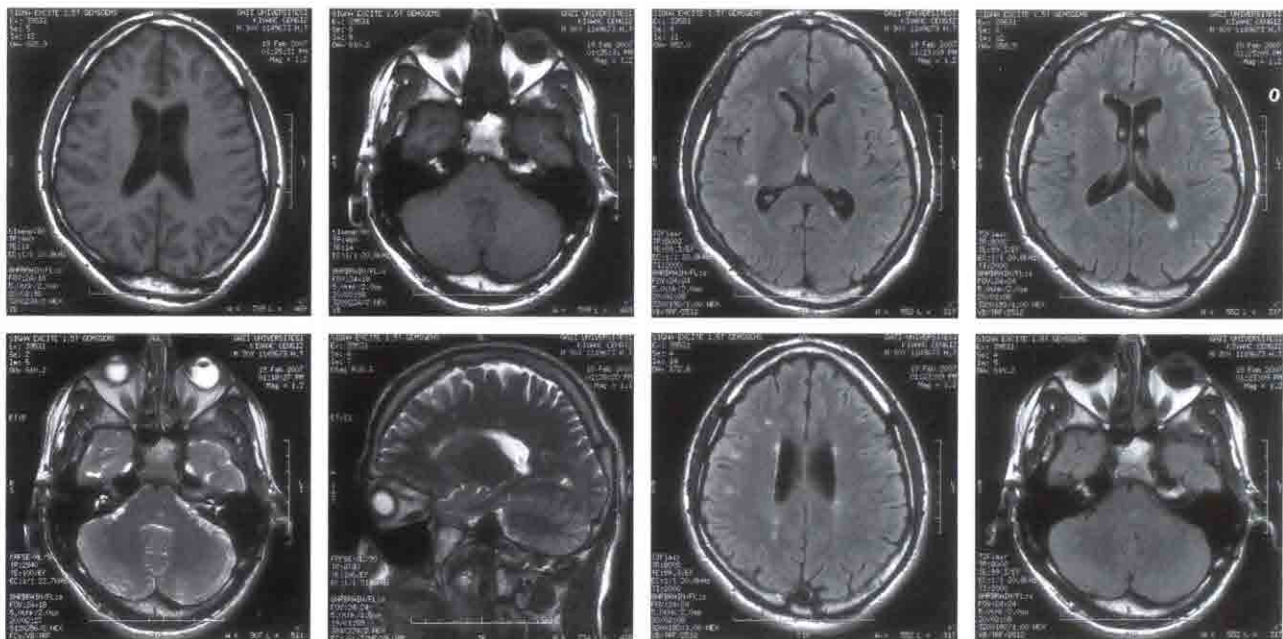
颅脑磁共振成像(MRI) T1、T2和FLAIR相上显示脑桥中部左侧、右侧小脑半球、双侧白质和脑室上区存在髓鞘脱失斑块
